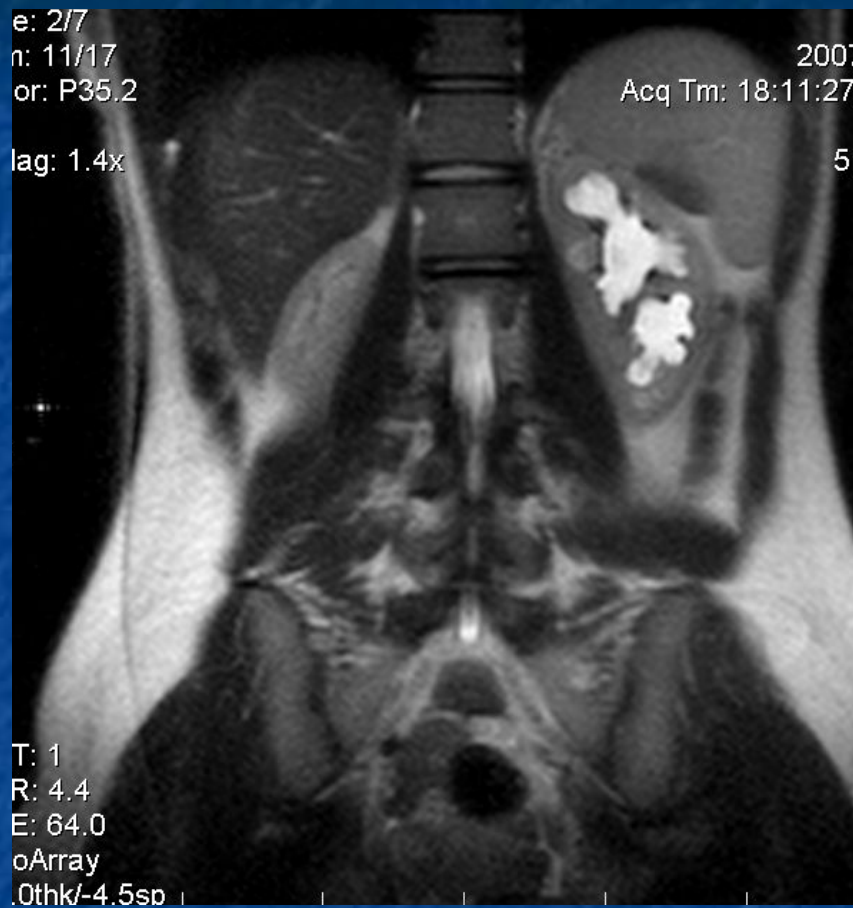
Миелолипома правого надпочечника. МРТ. а – T2-взвешенное изображение. б – последовательность с подавлением сигнала от жира. Снижение интенсивности сигнала от паренхимы опухоли.
